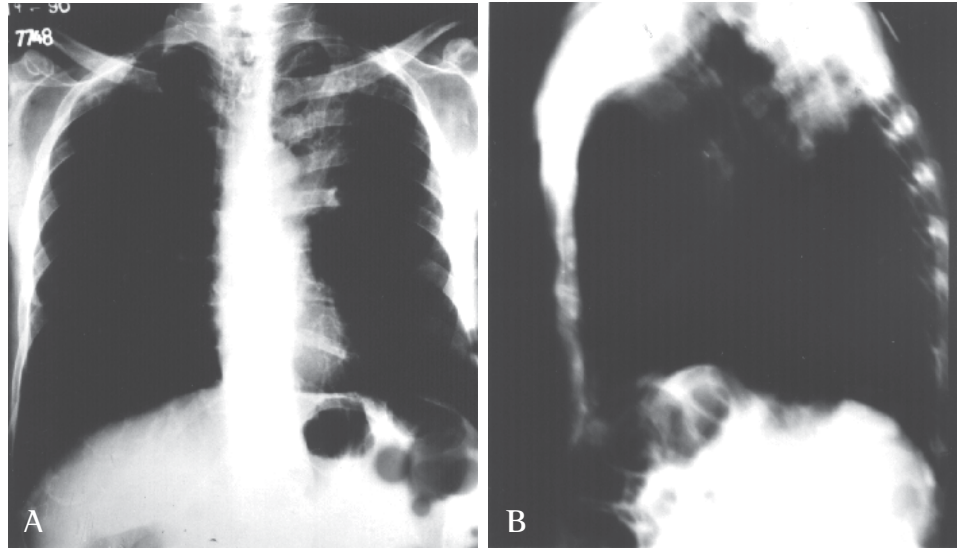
Radiografia de tórax. Hipotransparência homogênea de limites maldefinidos, medindo cerca de 5,5 x 7,0cm, com projeção em segmento ápico-posterior de LSE.
